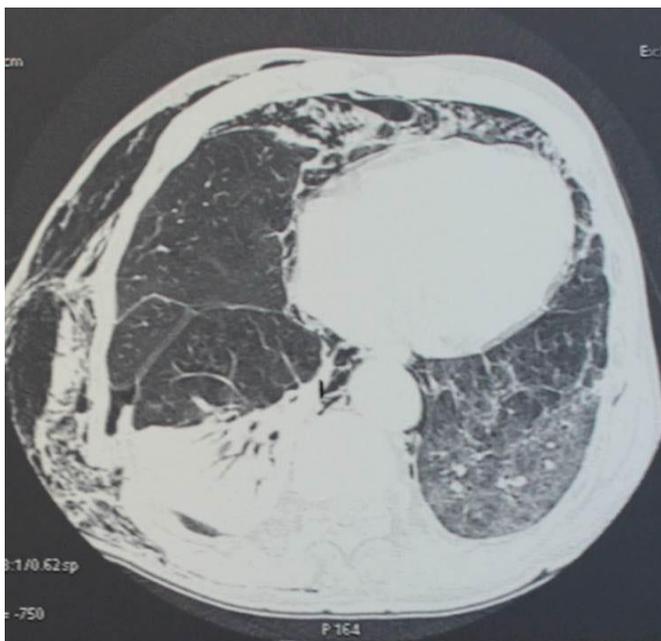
Компьютерная томограмма грудной клетки (аксиальный срез) пациента Ж., 19 лет, история болезни № 40158151. Множественные переломы ребер с двух сторон, ушиб легких тяжелой степени, пневмомедиастинум.
